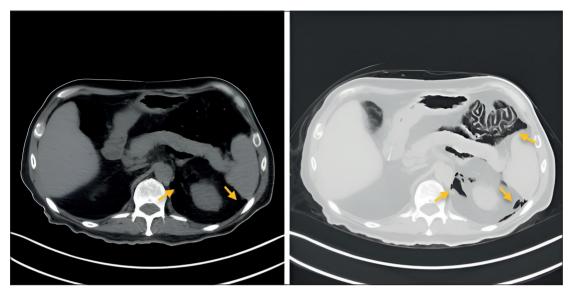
Flechas en TC señalan neumoperitoneo y neumoretroperitoneo por perforación de víscera hueca.
